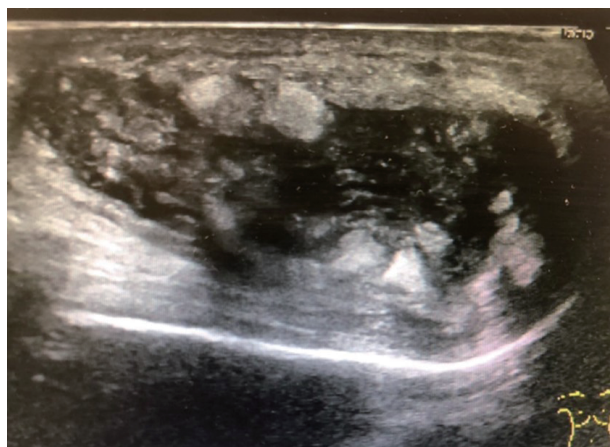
Ultrasonography reveals an internal heterogeneous mass (42 × 18 mm) in the left scrotum.
